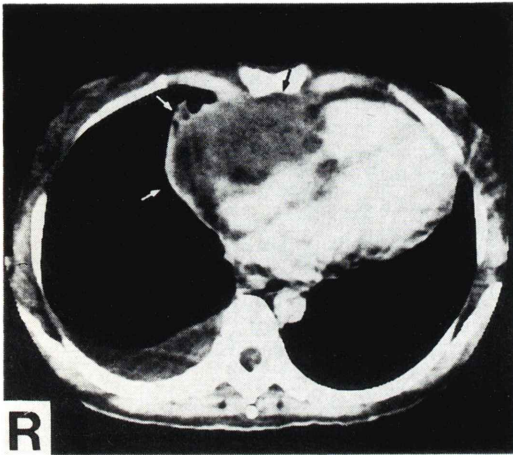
Enhanced-CT shows an irregular pericardial mass and right pleural effusion.
